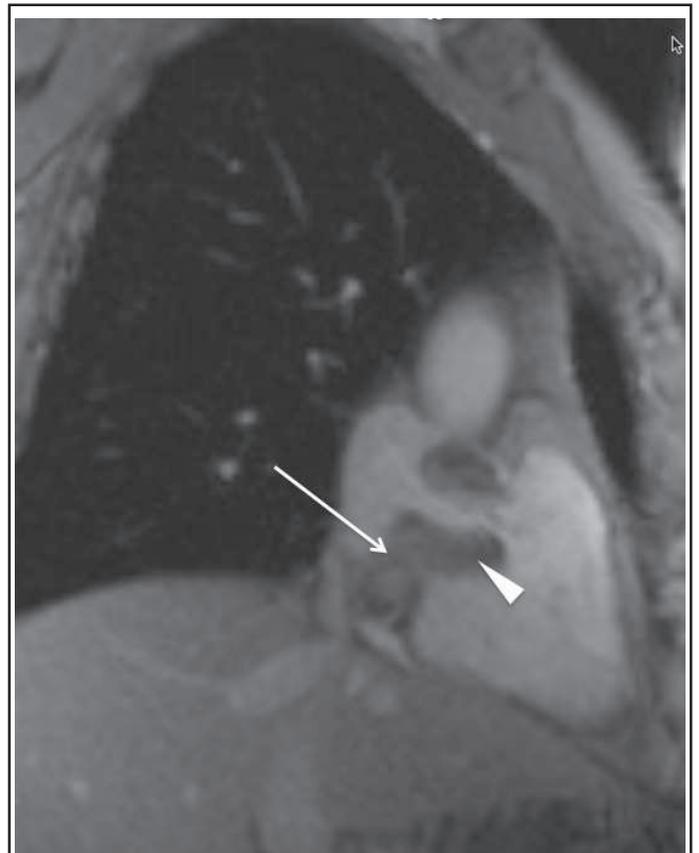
IRM cardiaque : image T1 en écho de gradient post-injection de gadolinium montrant une masse légèrement rehaussée, implantée sur la paroi inférieure de l'oreillette droite, pédiculée (flèche) et faisant protrusion dans l'orifice tricuspide.
